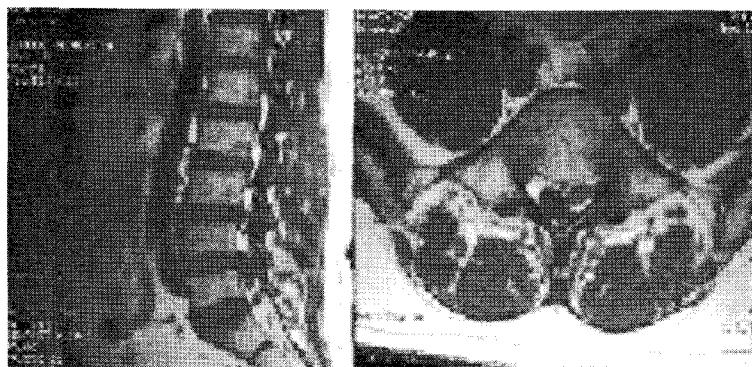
T1-weighted image with Schwannoma at L5-S1
